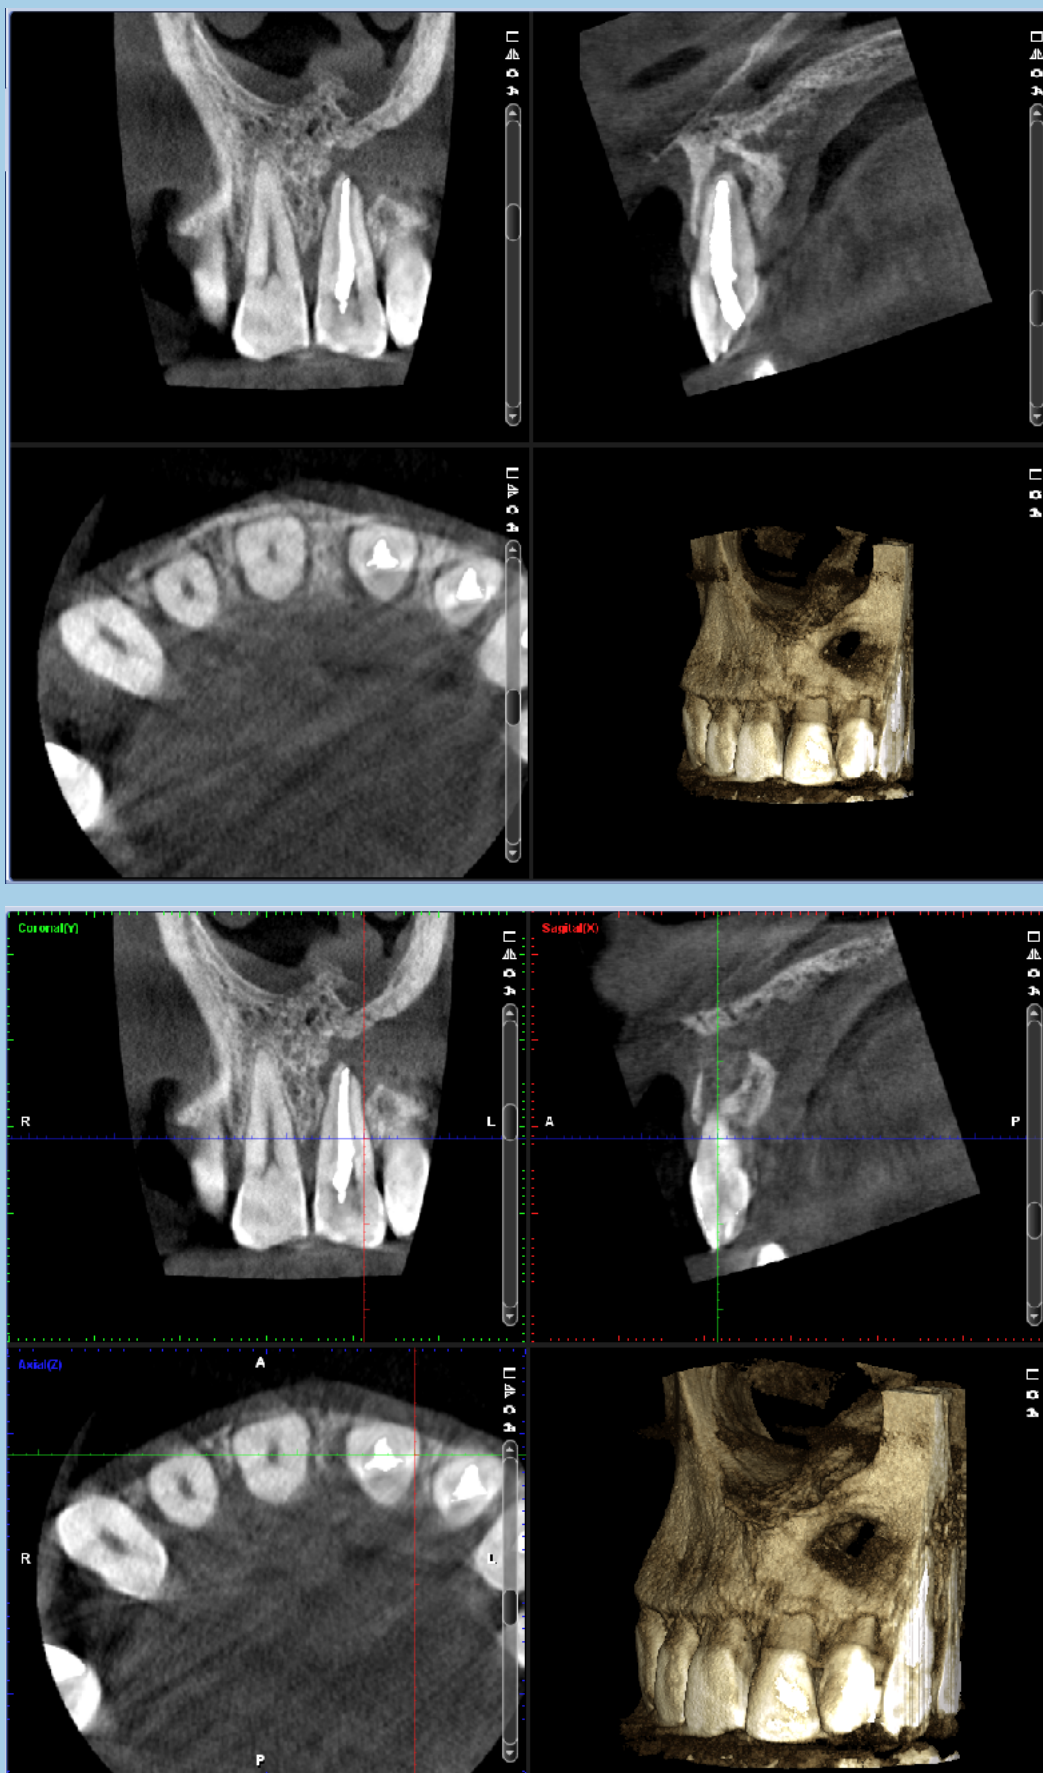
CBCT de ángulo pequeño. Sector anterior superior
